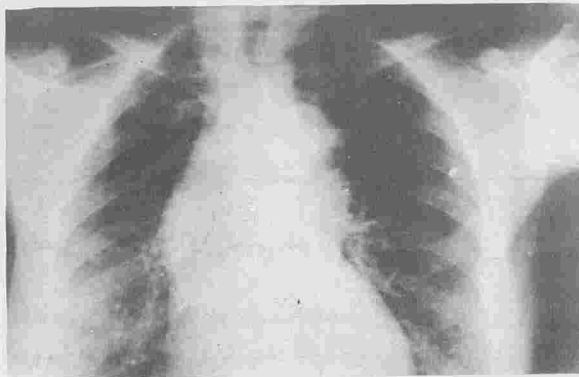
Radiographie du thorax pré opératoire
